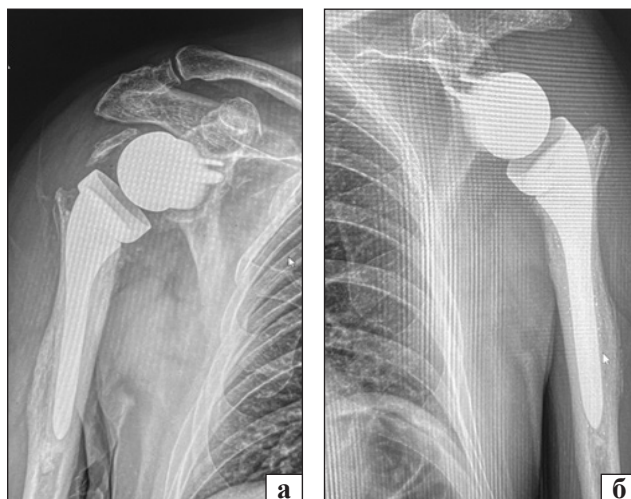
Фото рентгенограм правого (а) та лівого (б) плечового суглобів пацієнта С. через 2 роки після операції — повна остеointegraція без ознак лізису
